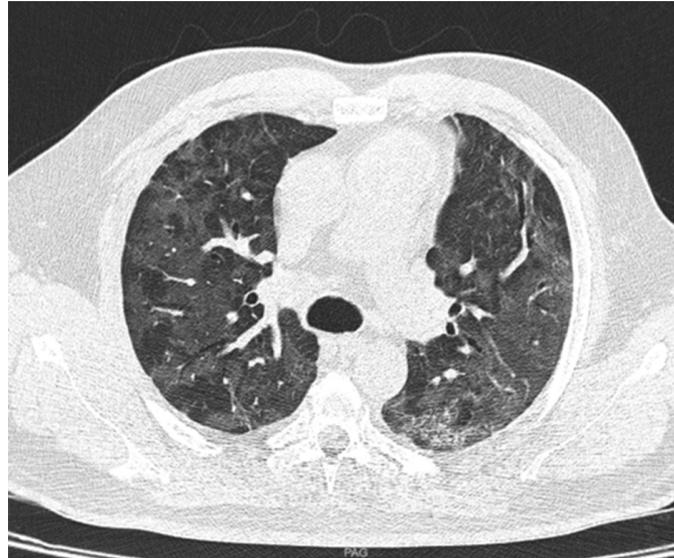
TC de tórax a los 30 d.
